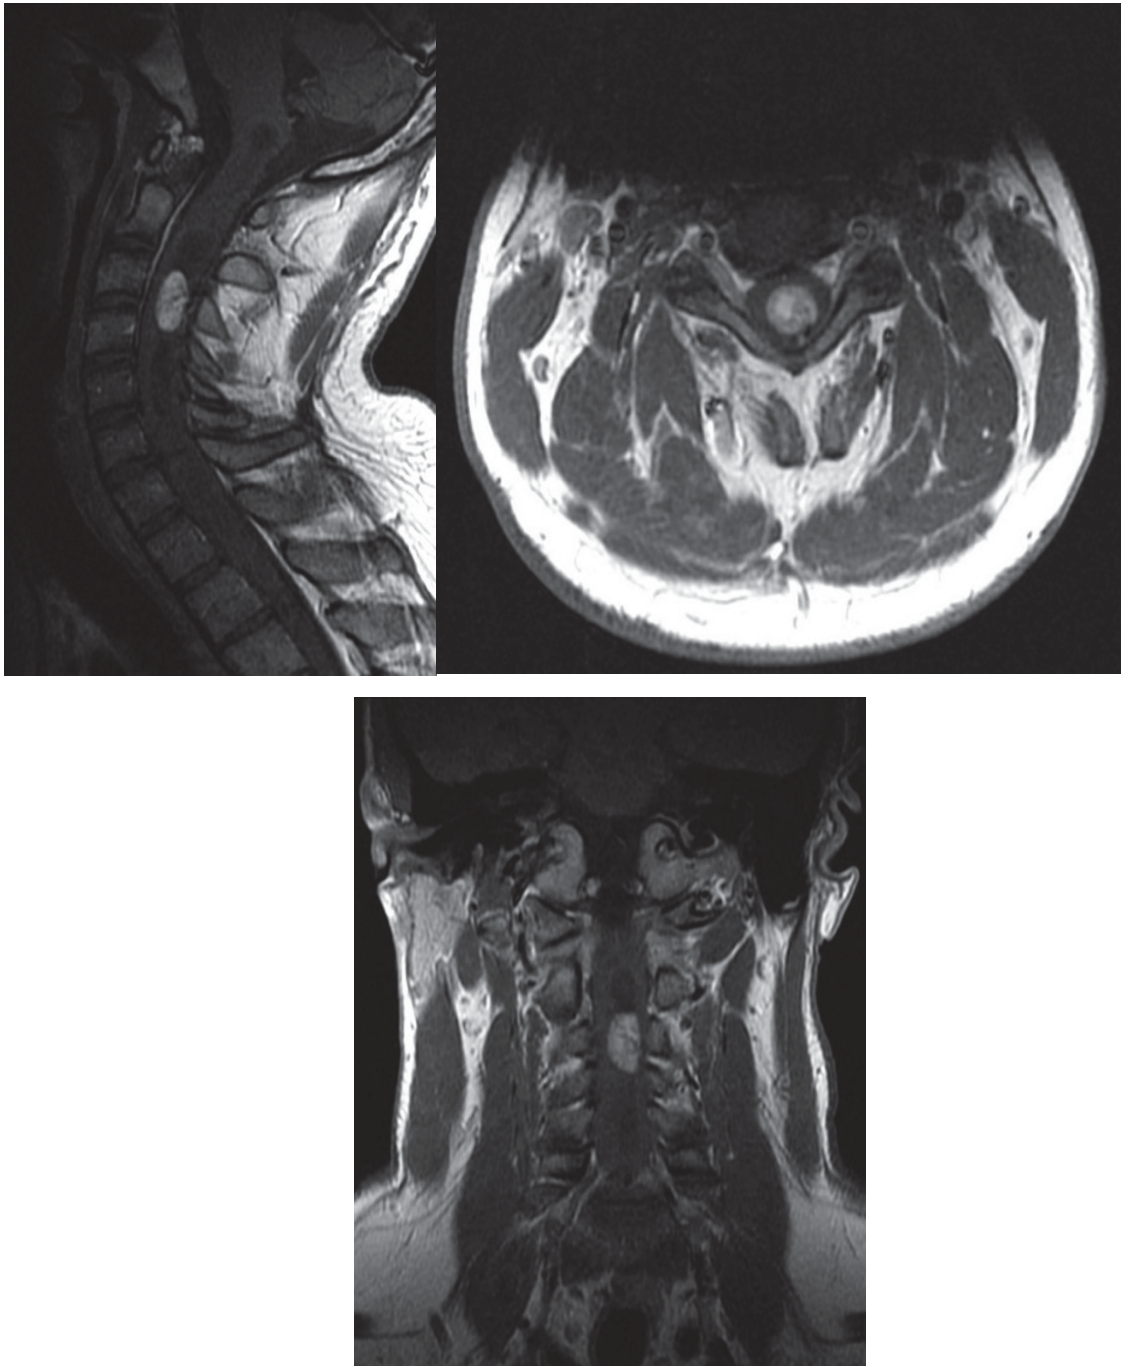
МРТ-исследование шейного отдела позвоночника с контрастным усилением: интрамедуллярная гемангиобластома на уровне позвонков С3–С4
